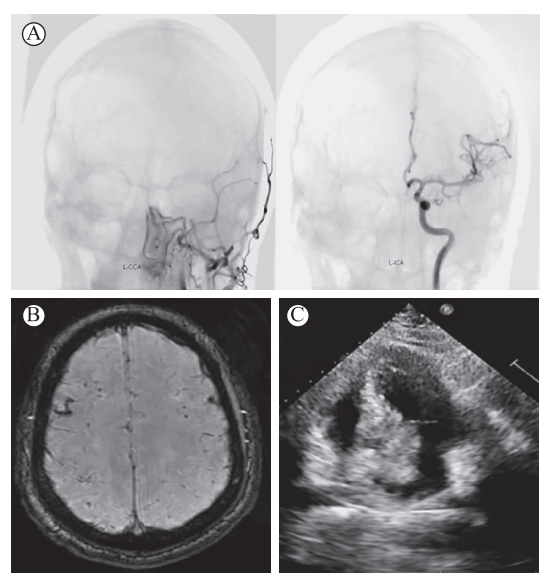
A 为取栓前 DSA,取栓后可见血流重建;B 为双额顶多发微出血灶;C 为心脏超声示左房粘液瘤
